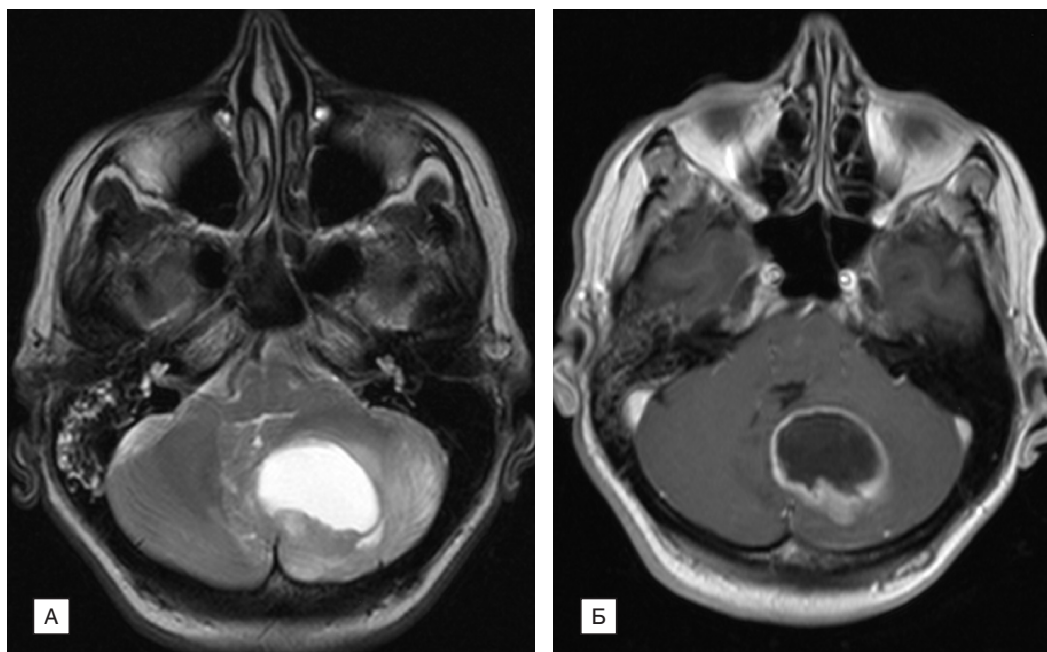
Ангиоретикулома мозжечка. МРТ.
